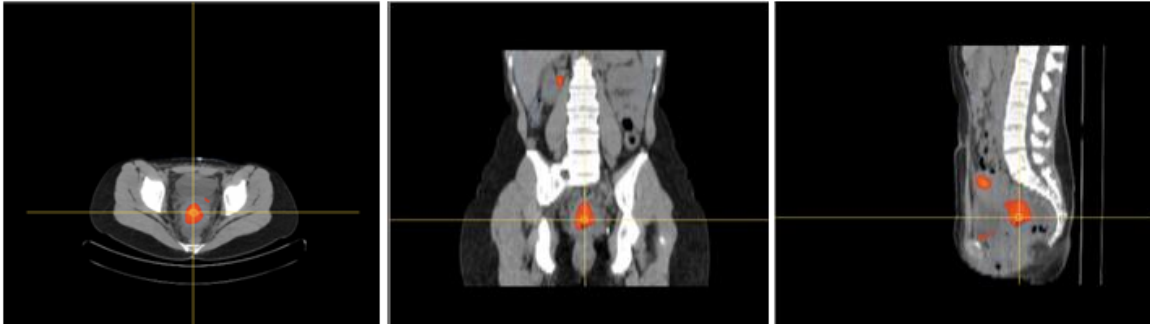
Imagens axiais, coronais e sagitais de ^{18}F -FDG PET/CT aquando do diagnóstico e com ocultação da bexiga. Vemos hipercaptação na lesão tumoral primária e um foco mais superior, que pode corresponder a lesão adenopática.
